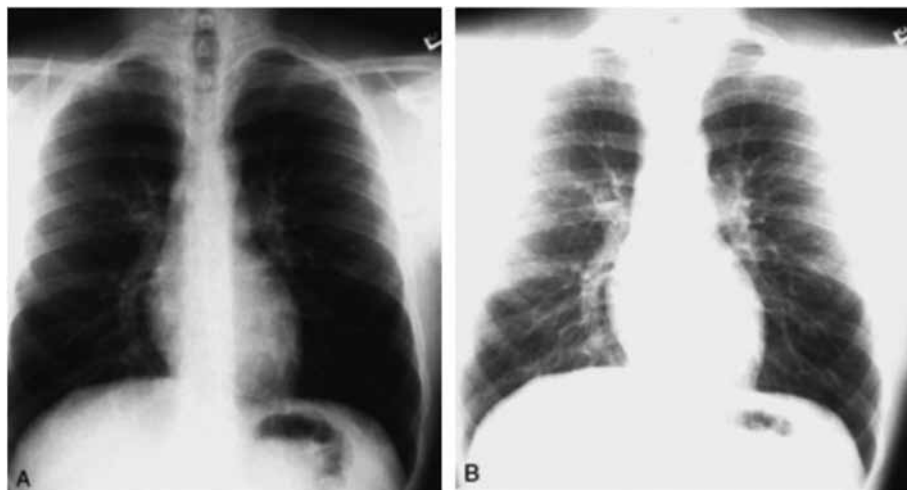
Radiografia de tórax hiperpenetrada (A) e com pouca penetração (B).
